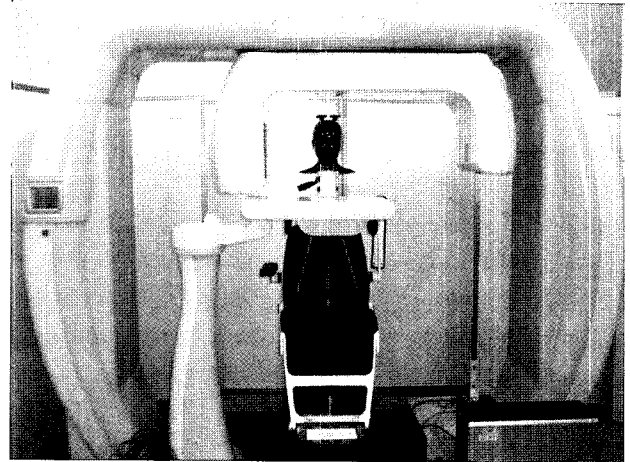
Phantom with TLD chip located at 27 anatomic location was radiographed with VCT.
